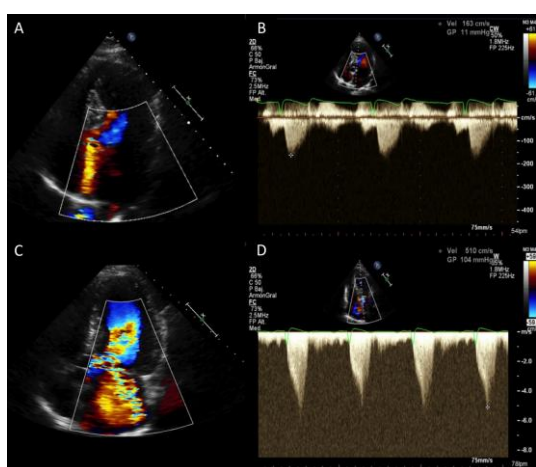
Ecocardiograma de esfuerzo en MCH. Vista apical de 5 cámaras en reposo (A) y durante el ejercicio (C). Doppler Continuo en el tracto de salida de VI con un gradiente de presión máximo de 11 mmHg en reposo (B), aumentando a 104 mmHg con ejercicio (D).
